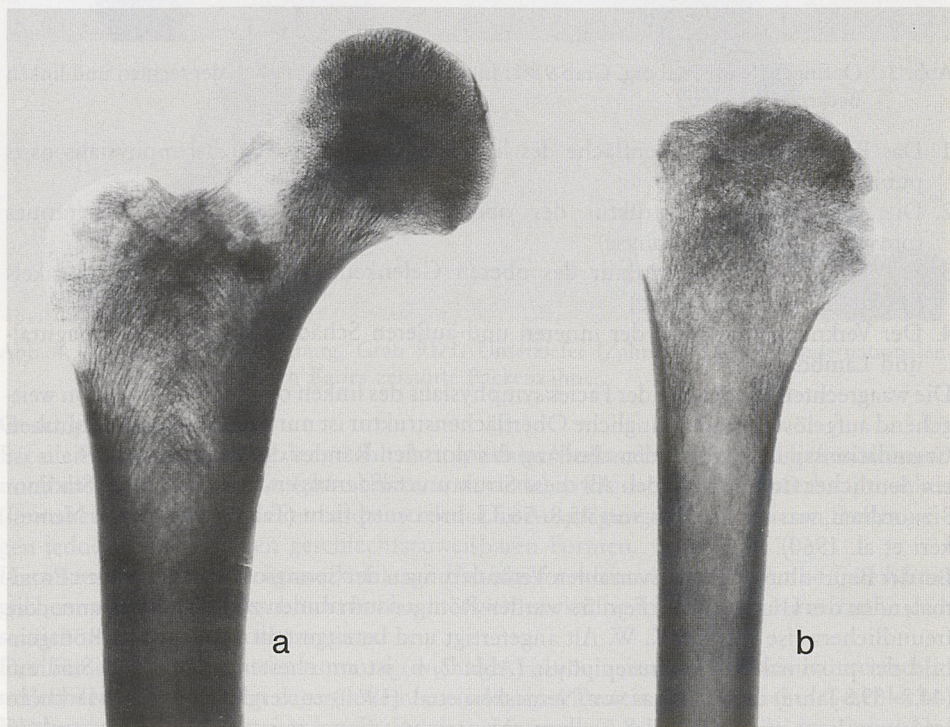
Opfingen, Stadt Freiburg, Grab 91/1. Röntgenaufnahmen der Proximalenden des linken Femurs (a) und Humerus (b).
